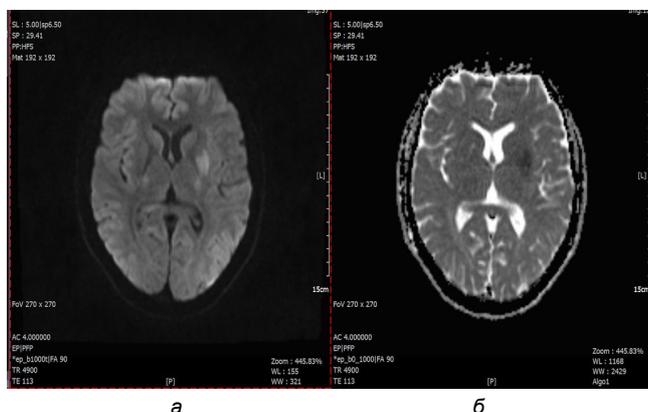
МРТ, участок истинного ограничения диффузии в бассейне левой СМА: а – режим DWI, б1000; б – ADC
